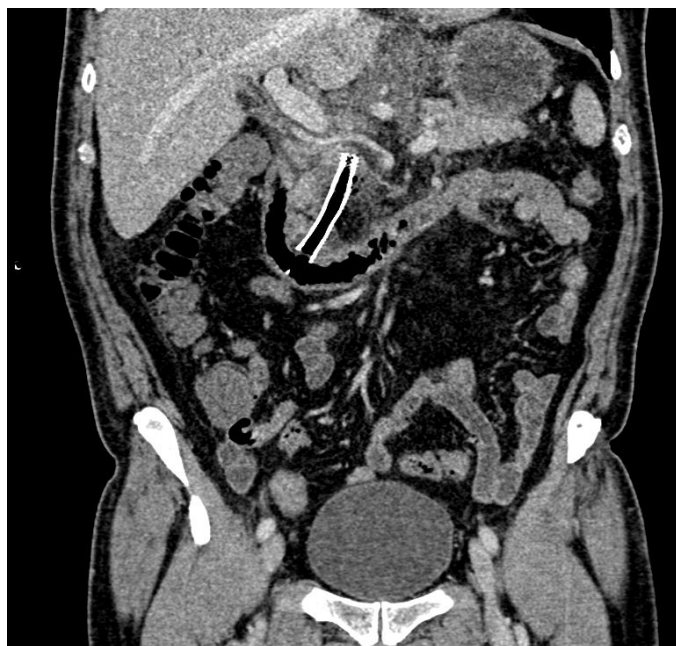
TC abdominal. Imagen coronal que ilustra la malposición de la prótesis biliar ajena al marco duodenal y burbujas de neumorretroperitoneo.
